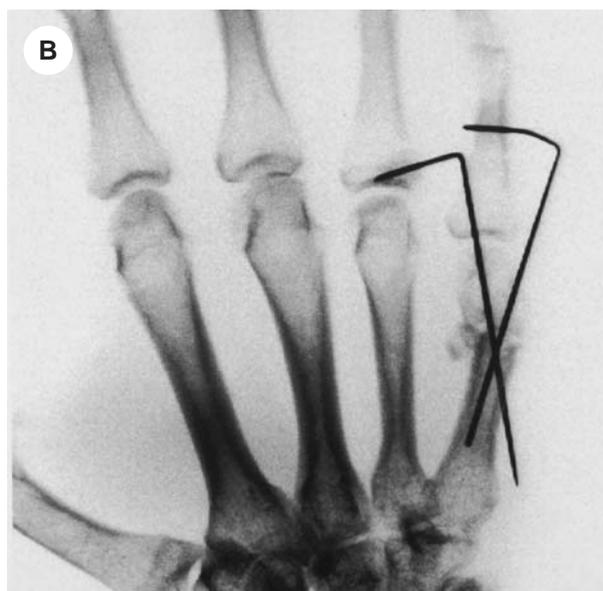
(A) *Viziosa consolidazione del collo del 5° metacarpo della mano destra.* (B) *Immagine radiografica post-operatoria dell'intervento di callosiasia e sintesi con fili di K.* (C) *Stessa immagine in proiezione laterale.*
